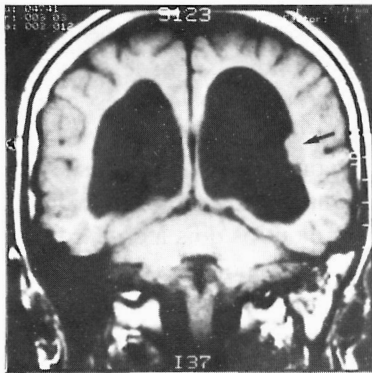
RM cerebral. Heterotopia assinalada.
